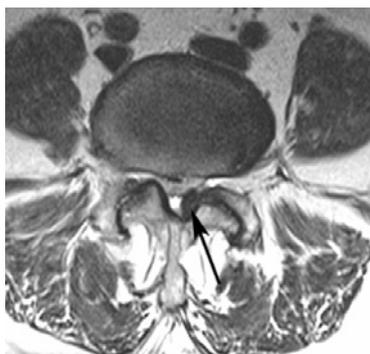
МРТ на уровне L_{IV}–L_V, отображающая гипертрофию желтой связки (стрелка) на фоне дистрофического стеноза позвоночного канала
